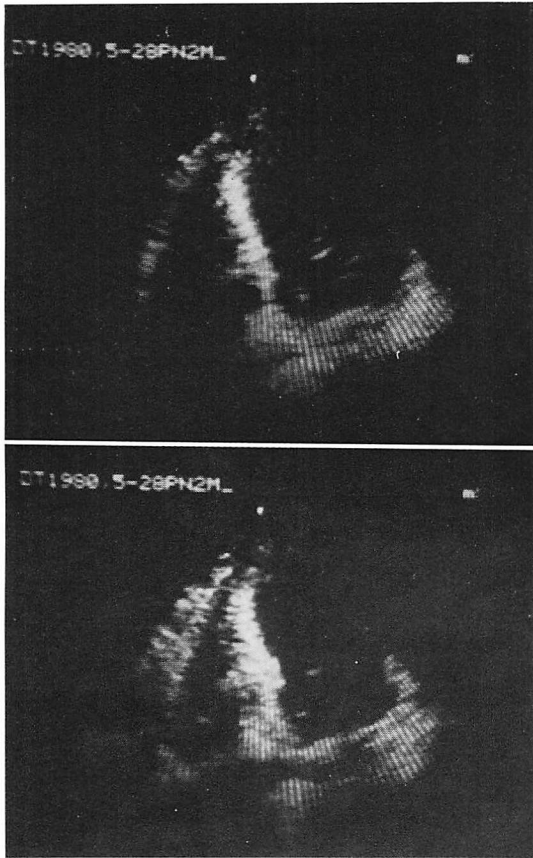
Two-dimensional echocardiograms with the apical four-chamber view.
